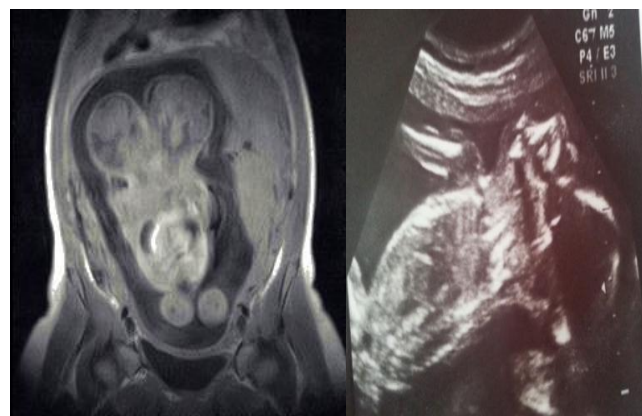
IRM (A) séquence T1 et échographie (B) de 24 semaines d'aménorrhée montrant deux pôles céphaliques (flèches pleines vertes), un thorax (triangles), deux membres inférieurs (petites flèches) et deux rachis (flèches blanches).
